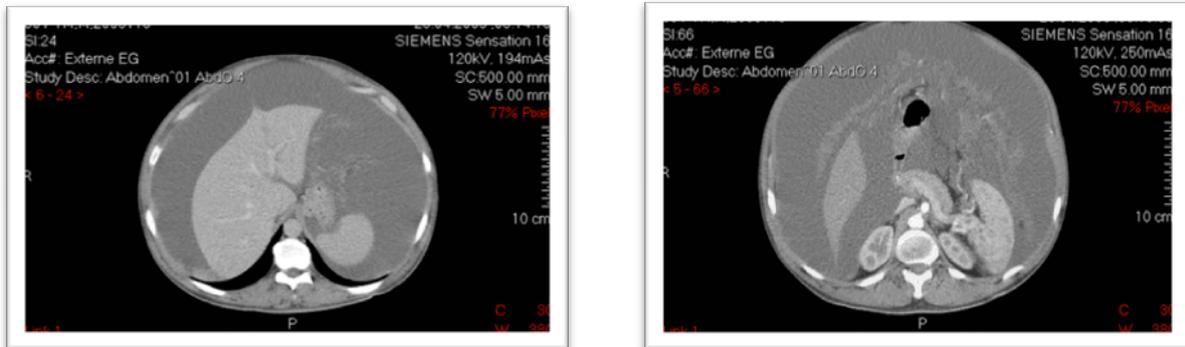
CT thoraco-abdominal du patient montrant une quantité importante d’ascite et un aspect pseudonodulaire du péritoine
